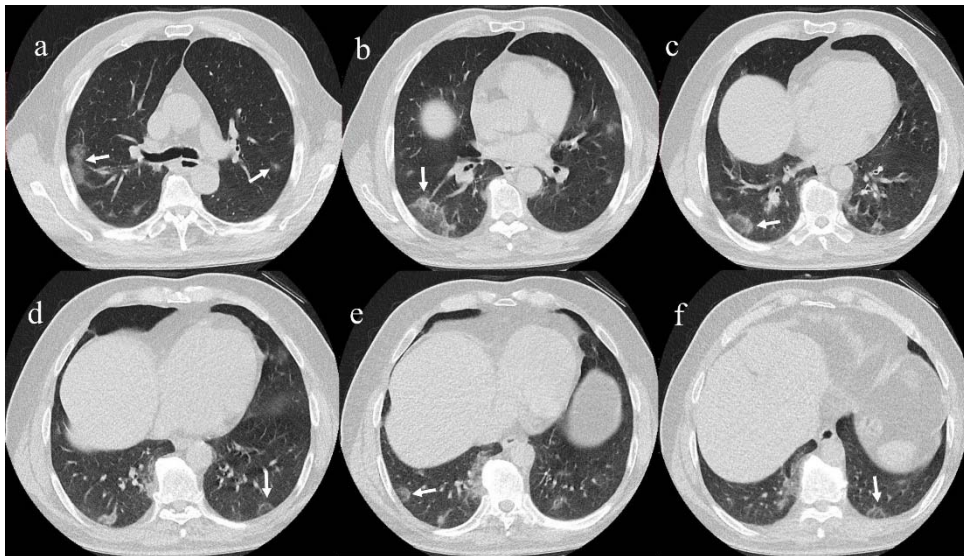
Axial CT images of two patients with COVID-19 pneumonia, performed with low- and standard-dose protocols. a, b, c: Images of 49 years old male, performed with the low-dose protocol, peripheral, round, multifocal GGO's in the two lower lobes (arrows). The effective dose value of the CT examination was 0.62 mSv. d, e, f: Images of 42 years old male, performed with the standard-dose protocol. d: GGO, interlobular and intralobular septal thickening, crazy-paving pattern (box). e, f: Round-shaped multifocal GGO's in the two lower lobes (arrows). The effective dose value of the CT examination was 4.70 mSv
